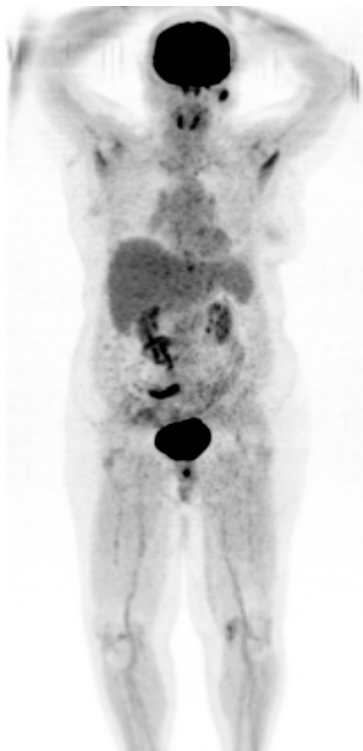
Imagem PET, demonstrando sua baixa resolução espacial.
